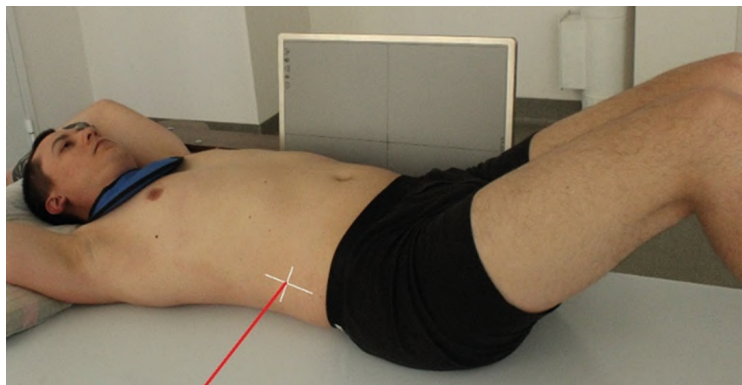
Рентгенография живота. Правая/левая боковая проекция (латерограмма)
